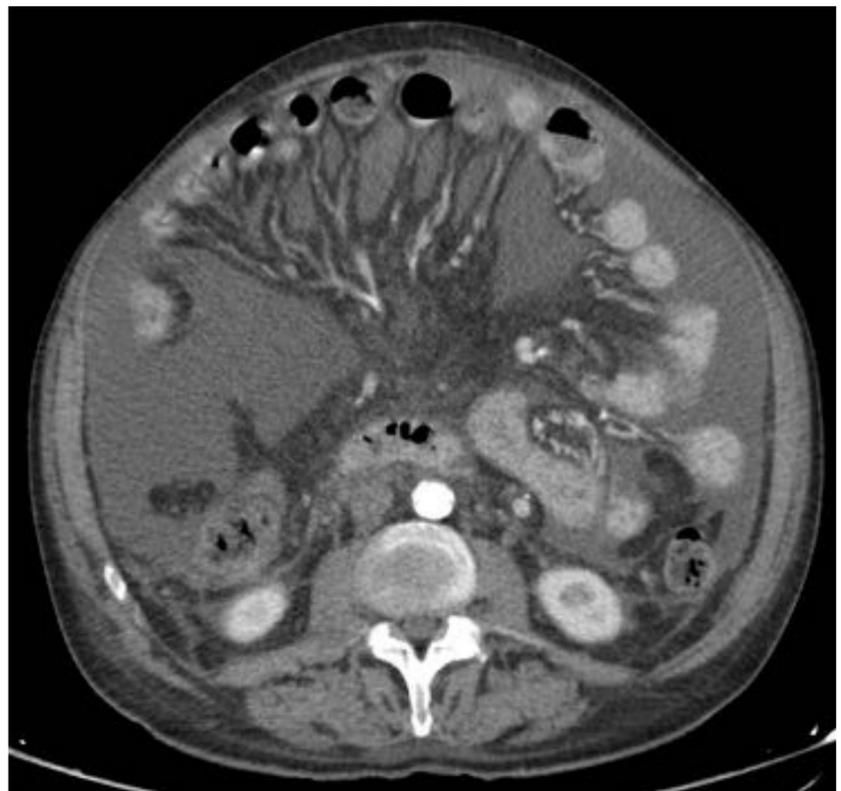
Corte axial de TC abdómino-pélvico con contraste intravenoso en fase arterial en el que la ascitis facilita la visualización del mesenterio.
